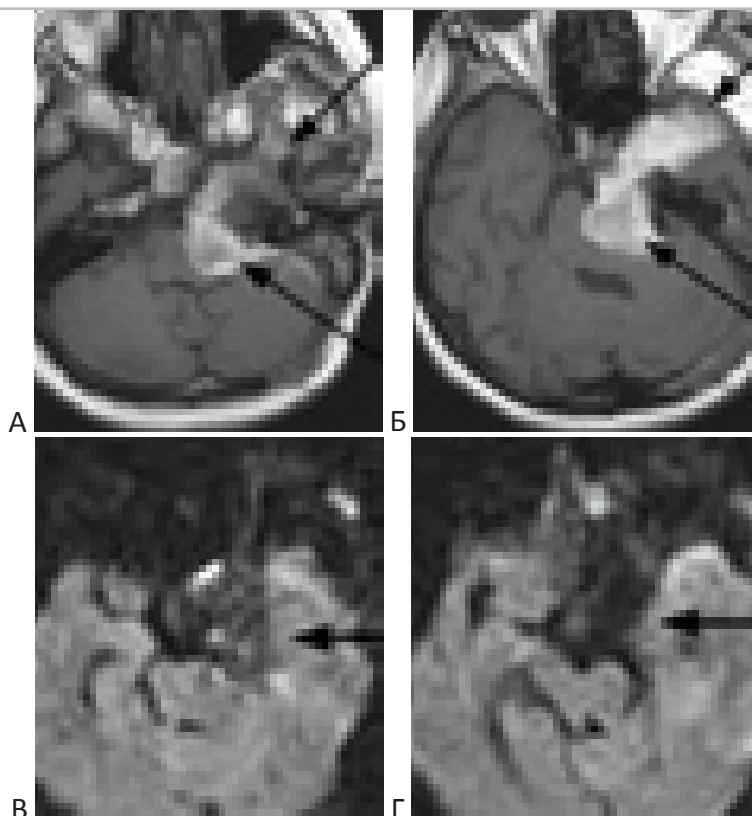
МРТ хордомы ската основания черепа с ростом в левую височно-базальную область и цистерну моста. T1-взвешенные МРТ с контрастным усилением (А, Б). В режиме DWI (в-1000) опухоль имеет гипоинтенсивный сигнал (В, Г).
